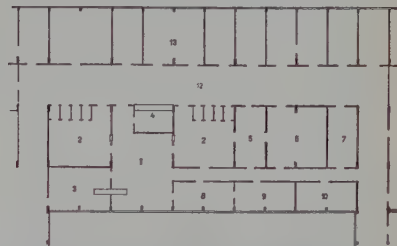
Röntgenabteilung, Doppelflursystem, im
